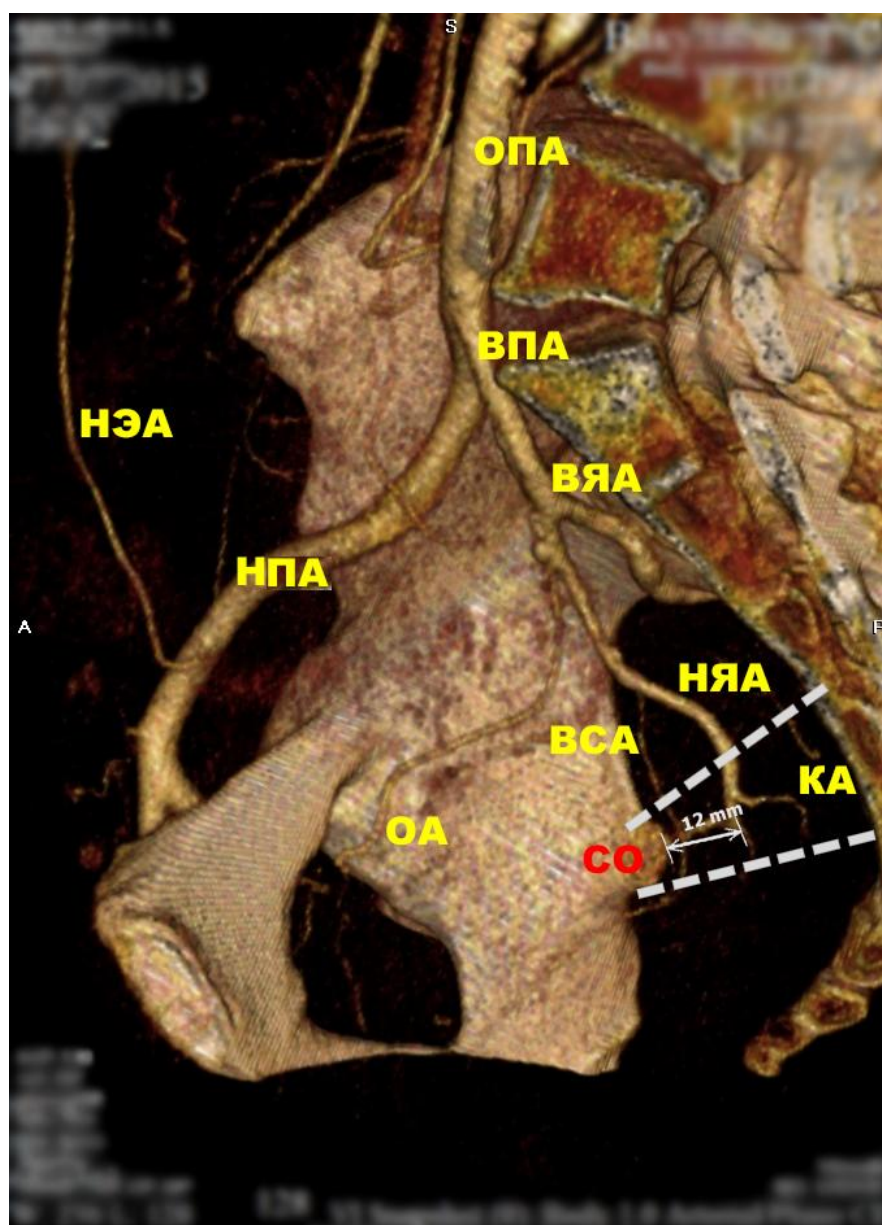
КТ-ангиография таза. ОПА - Общая подвздошная артерия; ВПА - Внутренняя подвздошная артерия; НПА - Наружная подвздошная артерия; НЭА - Нижняя эпигастральная артерия; ВЯА - Верхняя ягодичная артерия; НЯА - Нижняя ягодичная артерия; ВСА - Внутренняя срамная артерия; КА - Копчиковая артерия; СО - Седалищная ось; «-----» - Сакроспинальная связка
